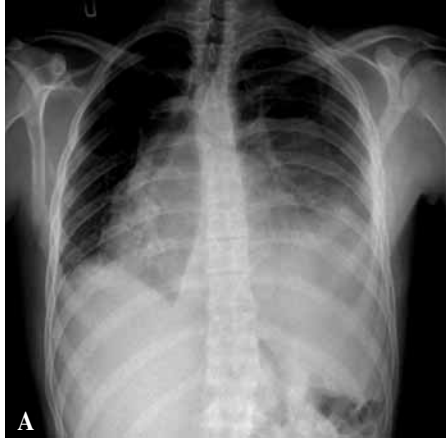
Caso 1: Rx de torax y TAC torácico con imagen de masa tumoral. Anatomía patológica: tumor de Askin.
